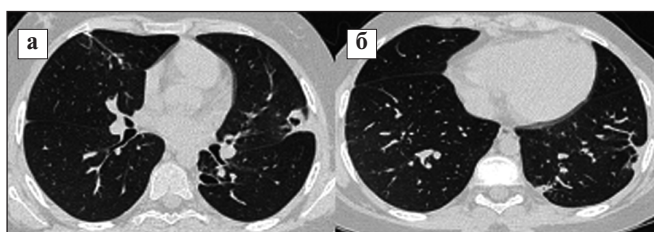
КТ ОГК пациентки П. Динамика через 3 мес терапии (а, б). Полный регресс очага в нижней доле справа и регресс с остаточными линейными уплотнениями и утолщением стенок бронхов
